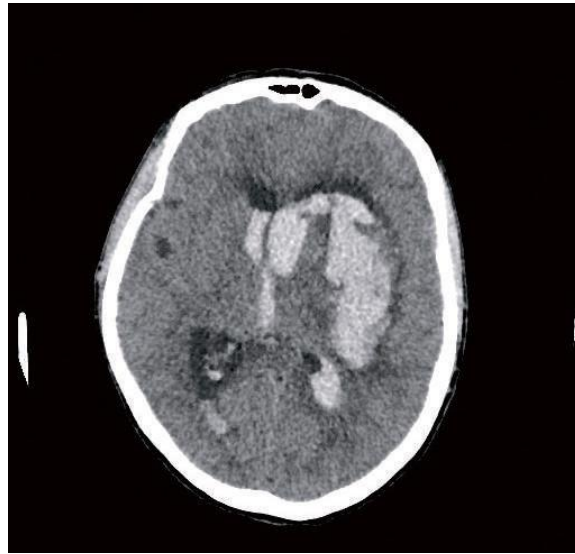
Рис №2. КТ ангиография, на 5 сутки после родов.
